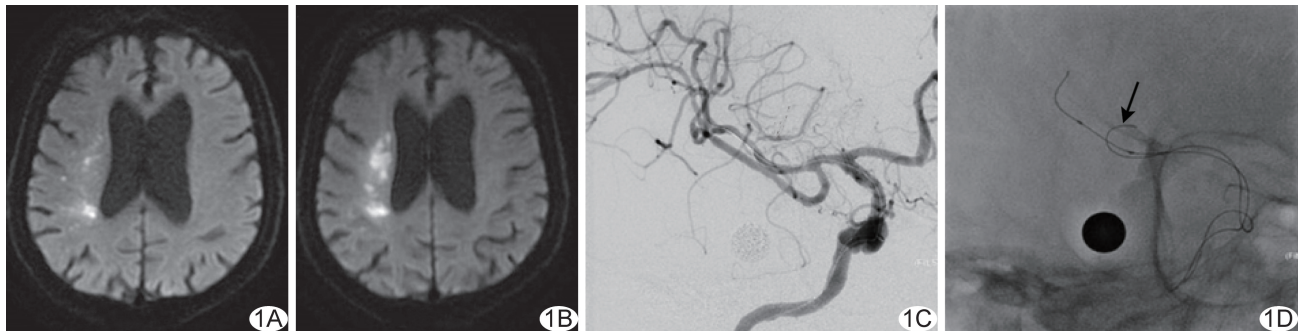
右侧脑梗死及大脑中动脉 M2 段重度狭窄 A. DWI 示右侧基底核、放射冠区梗死; B. 治疗后复查 DWI 示梗死灶较前扩大; C. 血管造影图; D. 术中视图, 箭示以微导丝选入右侧大脑中动脉边支动脉予以保护
